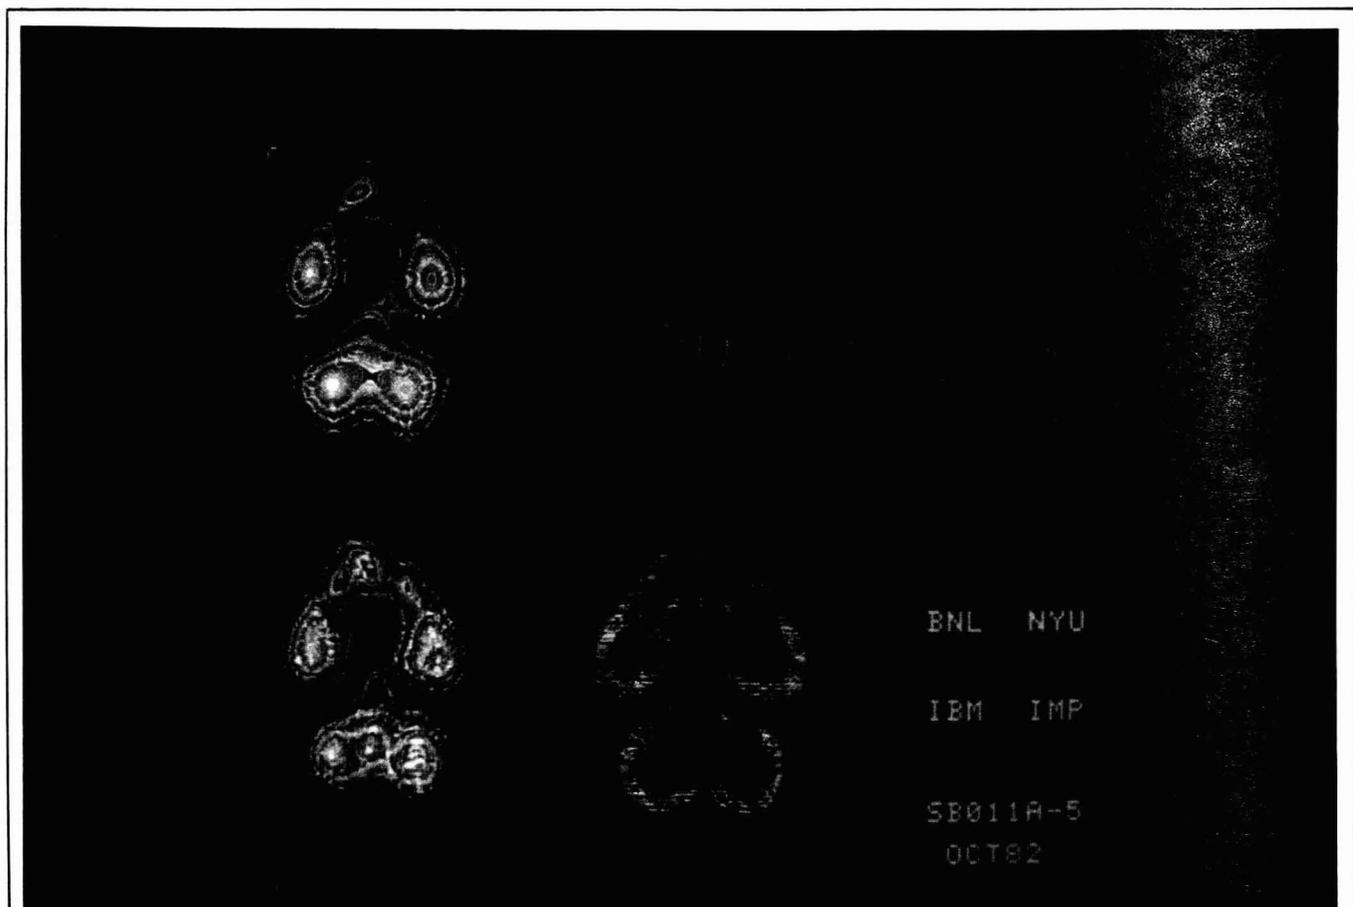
Tomografía emisora de positrones de un paciente psiquiátrico. Metabolismo de glucosa en lóbulo temporal y cerebelo. Gómez Mont, F., Instituto Mexicano de Psiquiatría.
